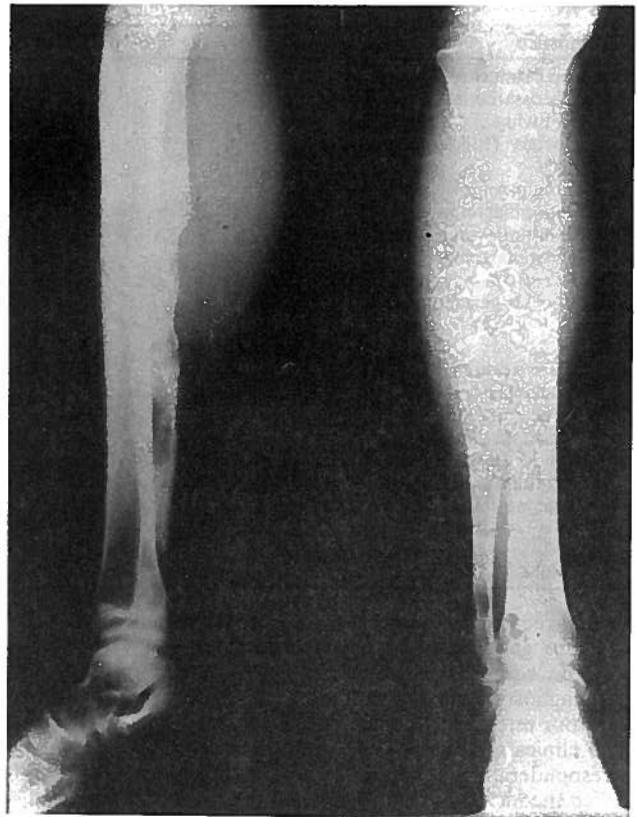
Radiografia da perna direita nos planos antero-posterior e lateral: observa-se lesão lítica de pequenas dimensões ao nível do maléolo peroneal.
